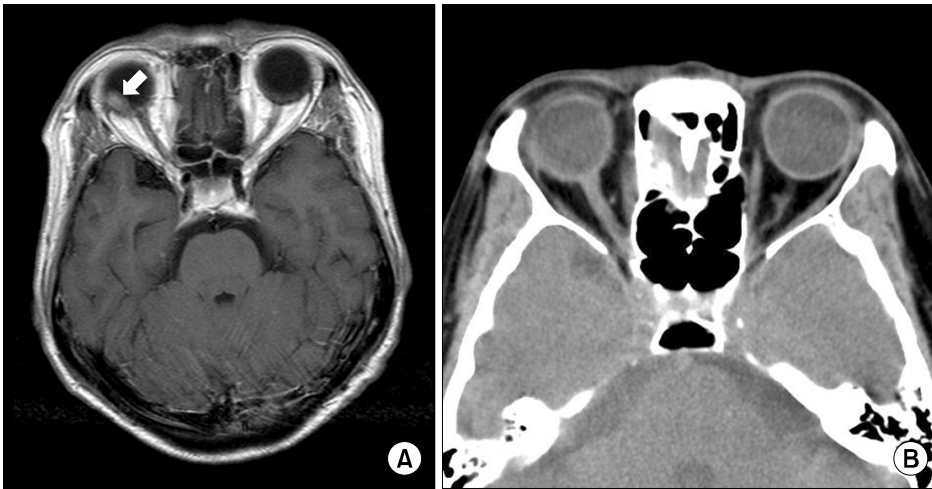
(A) Pre-RT Gd-enhanced T1-axial brain MRI, 7 mm in thickness, reveals a focal nodular enhancing mass (arrow) at the posterosuperior wall of right eyeball. (B) Follow-up post-contrast brain CT, 3 mm in thickness, during the RT reveals nearly complete regression of focal nodular enhancing mass at the same region.
